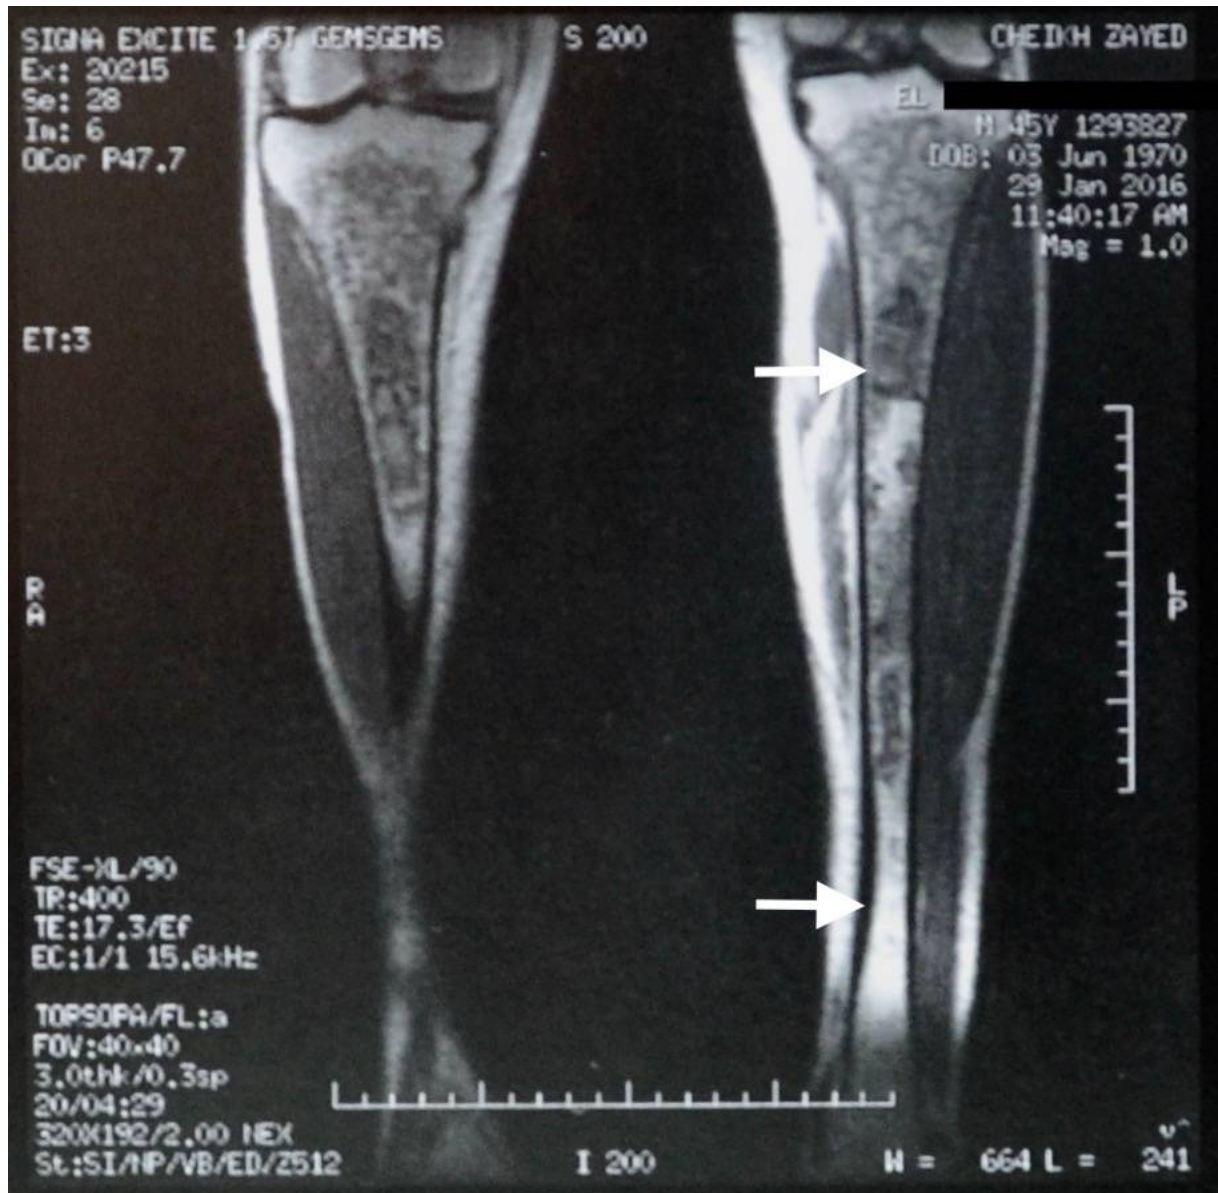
IRM des tibias en coupe coronale objectivant une infiltration diffuse diaphyso-métaphysaire de la moelle de manière bilatérale et symétrique ainsi qu'un remaniement diaphysaire sous forme de mottes.
